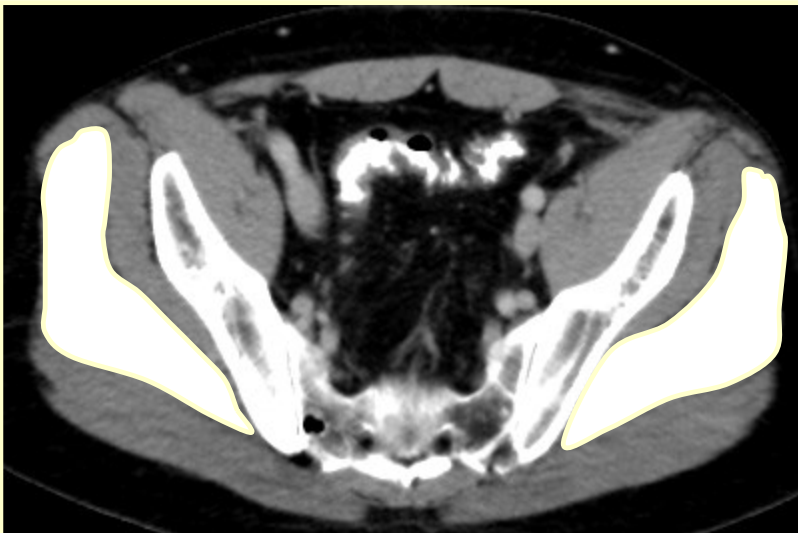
Der Gluteus wurde in jeder CT- Schicht umfahren. Diese Abbildung zeigt ihn in seiner nahezu größten Ausdehnung.
